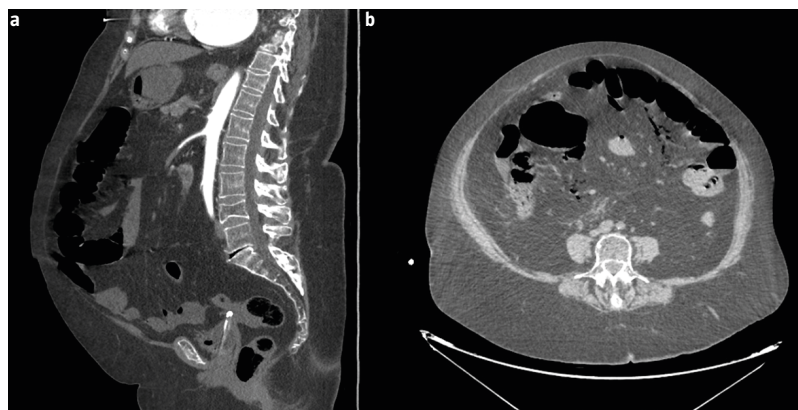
a) Tomografía computarizada abdominopélvica con contraste en fase arterial que muestra un defecto de repleción en la luz de la arteria mesentérica superior; b) Tomografía computarizada abdominal en fase venosa en la que se objetivan asas de intestino delgado con su pared adelgazada (flanco izquierdo) y gas intraluminal en vasos mesentéricos sugestivos de isquemia arterial aguda y neumatosis portal.
